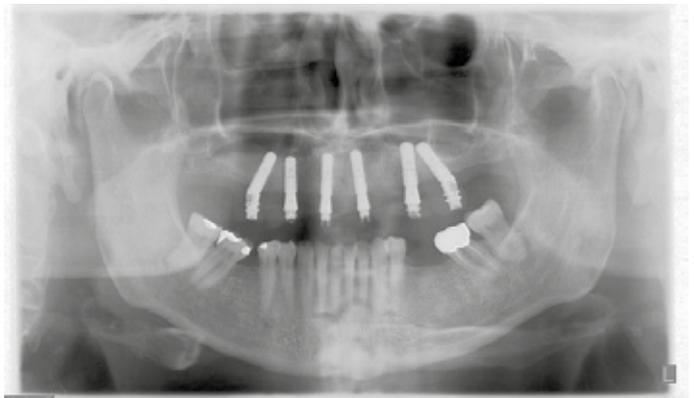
Radiographie après la période d'ostéointégration
